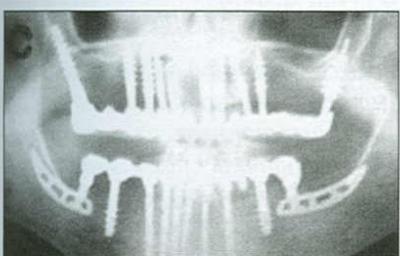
Контрольная ортопантомограмма после фиксации протеза на нижней челюсти. Пластиночные имплантаты были установлены в соответствии с предлагаемой методикой
